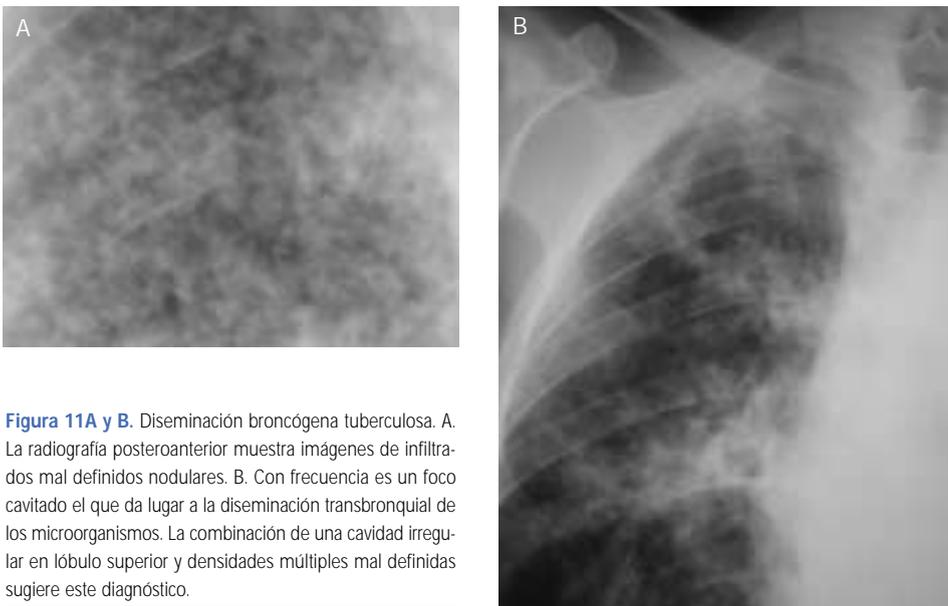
Diseminación broncogena tuberculosa. A. La radiografía posteroanterior muestra imágenes de infiltrados mal definidos nodulares. B. Con frecuencia es un foco cavitado el que da lugar a la diseminación transbronquial de los microorganismos. La combinación de una cavidad irregular en lóbulo superior y densidades múltiples mal definidas sugiere este diagnóstico.
